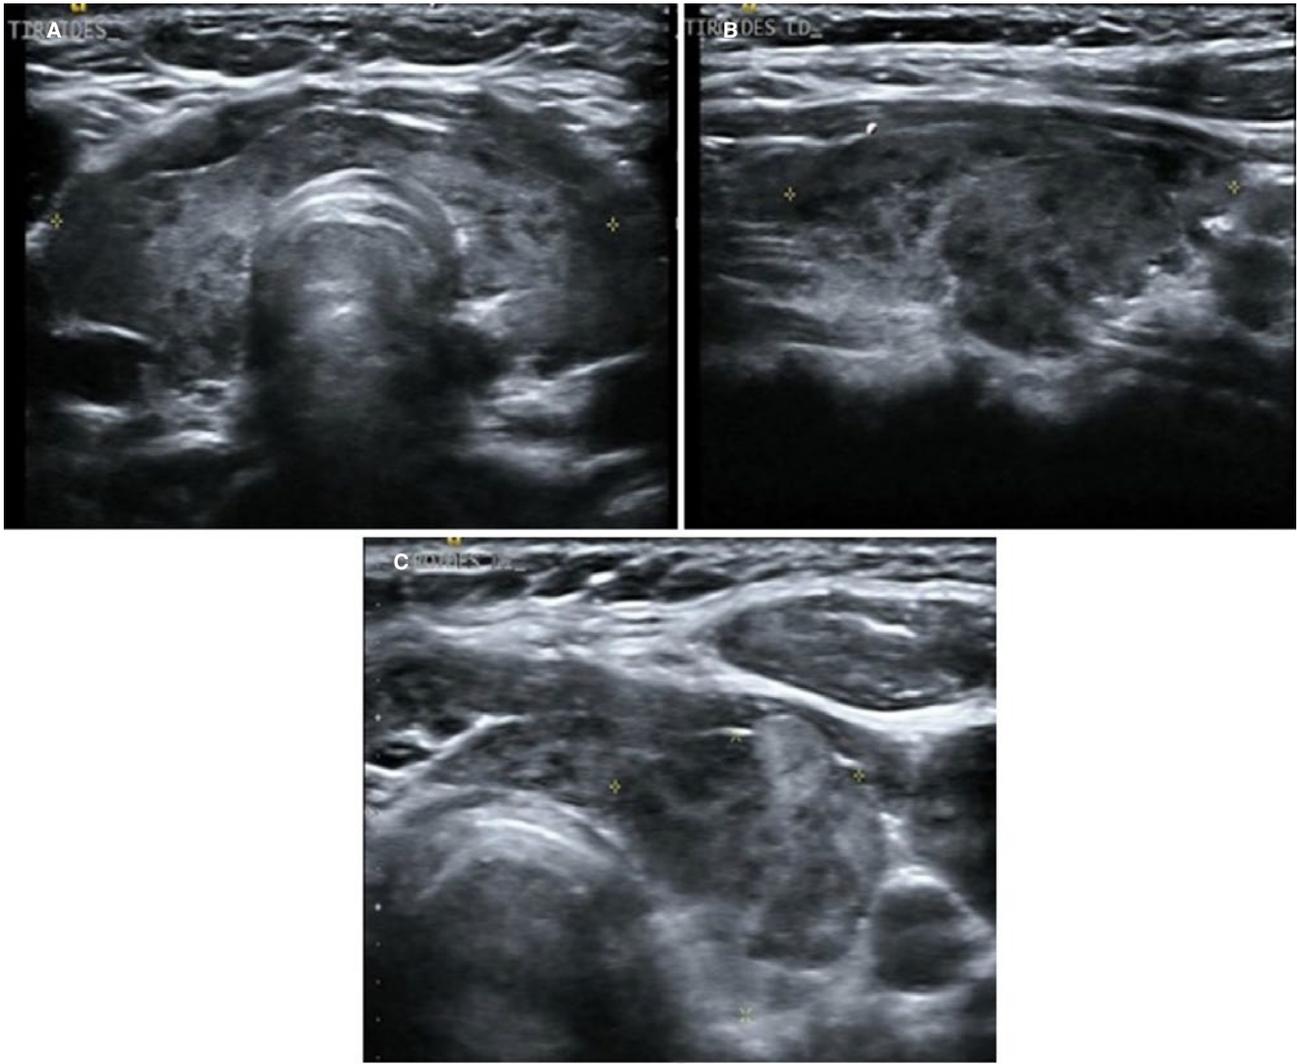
Ultrasonido de tiroides. A: ecogenicidad heterogénea a expensas de patrón multinodular hipoeicoico de distribución difusa. B: nódulo en lóbulo derecho, hipoeicoico, ovalado, sólido, bien delimitado con focos puntiformes hiperecogénico, más ancho que alto. C: nódulo en lóbulo izquierdo, ovalado, bien delimitado, sólido, hiperecogénico, más ancho que alto, con focos puntiformes hiperecogénicos.
